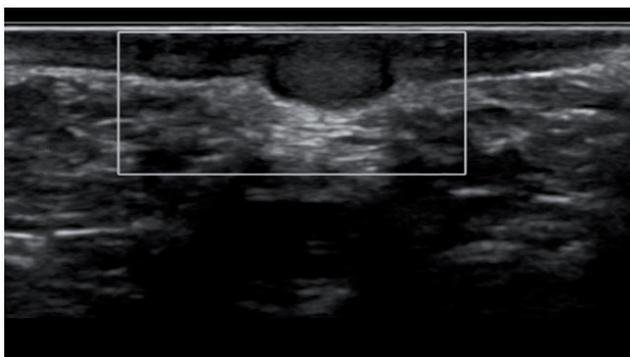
Ecografía de partes blandas donde se evidencia imagen solida hipocogénica, homogénea de bordes bien definidos que mide 3 x 6 x 11 mm (AP x T x L), sin vascularización al doppler color. Fuente: los autores.
